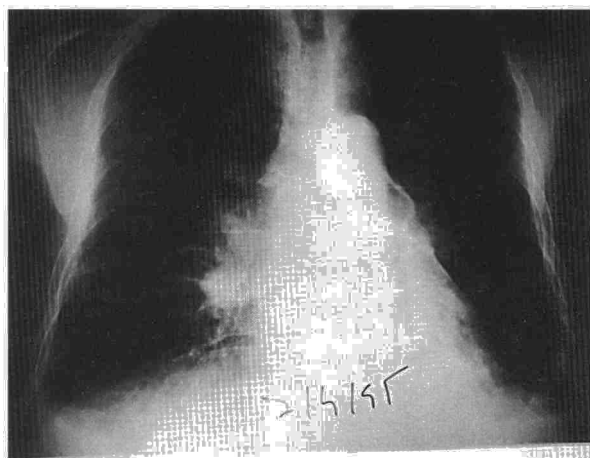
Radiografía de tórax: se observan adenopatías hiliares de gran tamaño y en ventana aortopulmonar, así como derrame pleural bilateral.
